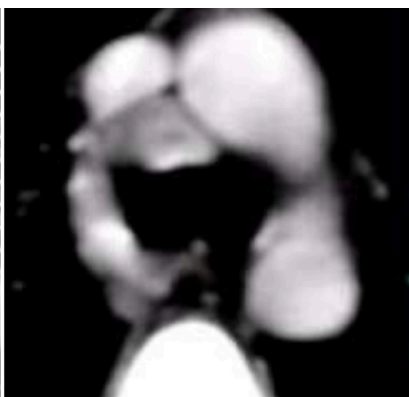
Adénopathies médiastinales sur une coupe de TDM thoracique
